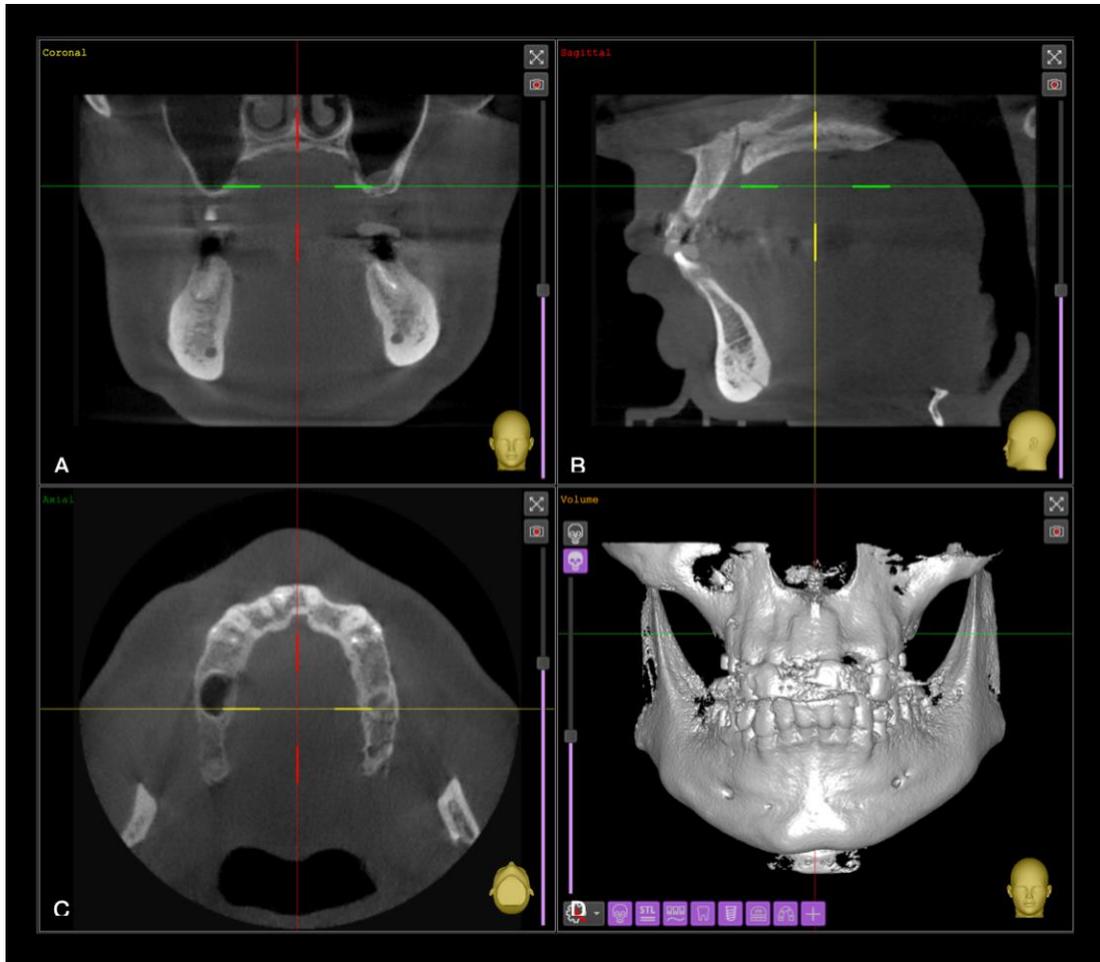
Pantalla de visor de tomografía. A) Corte coronal. Permite observar la altura de los rebordes posteriores y cavidades de senos maxilares. B) Corte sagital. Permite apreciar dimensiones de rebordes anteriores. C) Corte axial. Permite observar ancho de hueso disponible en el arco completo. D) Reconstrucción 3D permite observar el volumen de las estructuras anatómicas.
